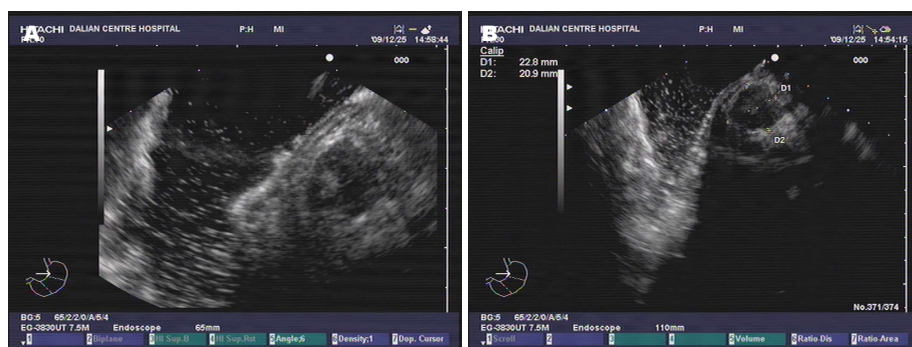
为超声内镜下胰岛细胞瘤。A: 胰头处低回声占位, 不规则, 边界欠清, 内部回声不均匀, 部分呈中等回声, 未见明显胰管扩张; B: 肿物大小23 mm×21 mm。
